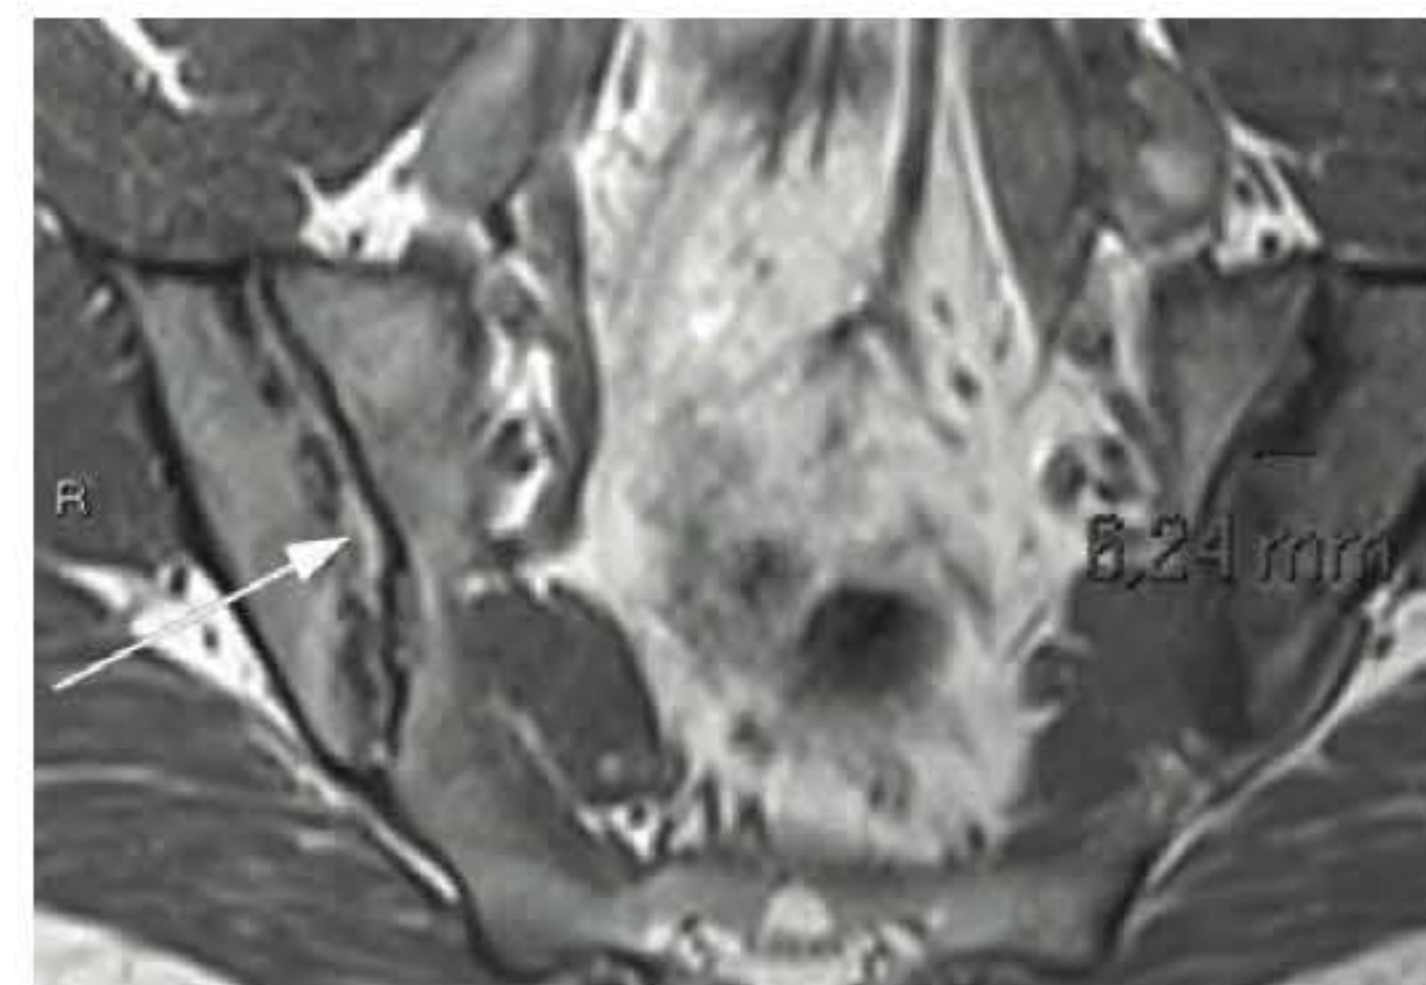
Paciente do sexo masculino, 30 anos, com dor lombar há mais de 10 anos e recente uveíte. RM STIR mostra, além do edema ósseo das margens articulares, erosões ósseas subcondrais e sinovite diante de perda da cortical e aumento do sinal do espaço articular, respectivamente. RM T1 pós-contraste mostra o reforço do edema ósseo/osteíte nas margens articulares e tubérculo sacral à esquerda (abaixo).
